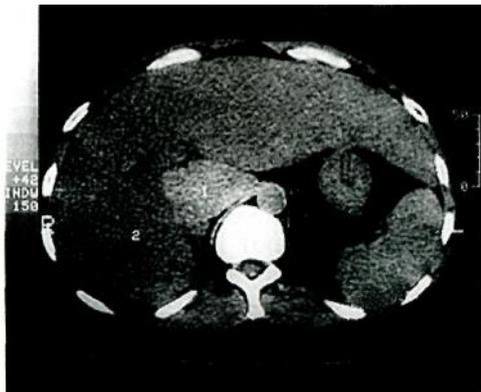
Компьютерная томограмма без контрастирования при циррозе печени (класс В по Child). Увеличенная печень с неоднородным поглощением.
